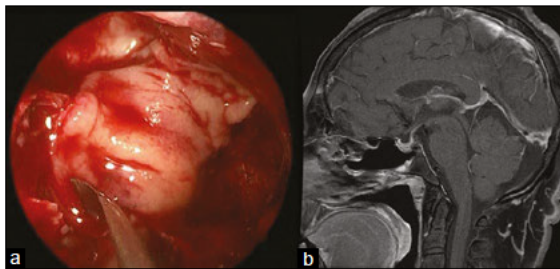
(a) Placing the free mucosal graft. It is easy to get a wide piece that covers a lot of surface and has a thickness that makes it resistant (b) Sagittal magnetic resonance image showing the closure of the cranial base with free mucosa, 6 months after resection of a nonfunctioning pituitary adenoma
